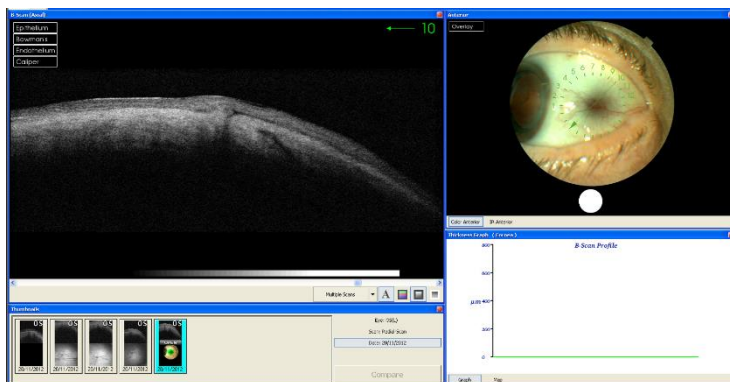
Imagen de la izquierda túnel escleral; imagen de la derecha, área escleral donde se ha realizado la tomografía.
